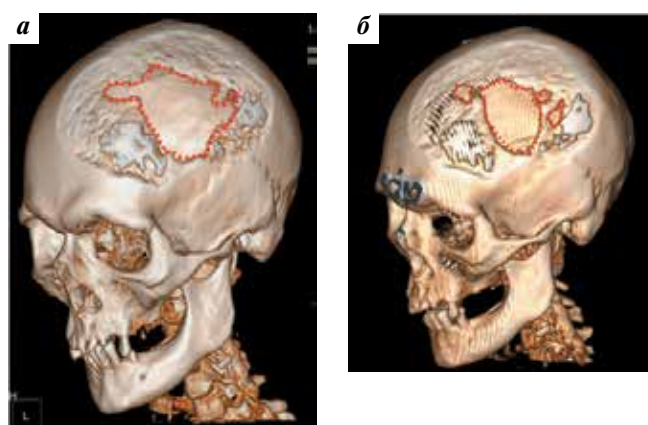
Компьютерная томография головы пациента А., трехмерная реконструкция: а – до лечения висмодегибом; б – через 3 мес приема висмодегиба. Пунктиром обозначены границы очага костной деструкции
